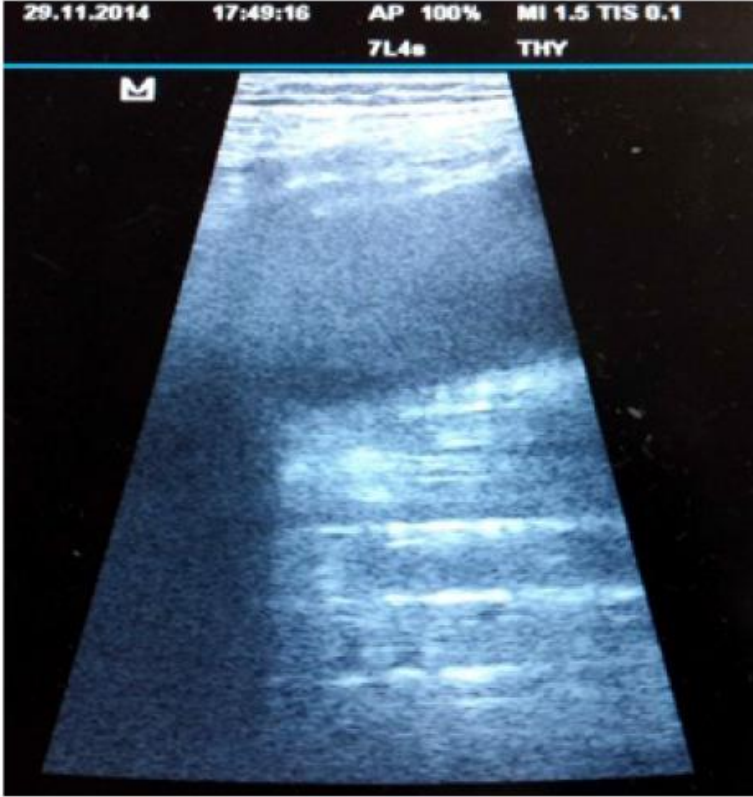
2 aylık hastada kronik (kalın ok) üzerine akut (ince ok) subdural hematomları (SDH) gösteren koronal BT ve ona karşılık gelen kraniyal USG görüntüsü.
